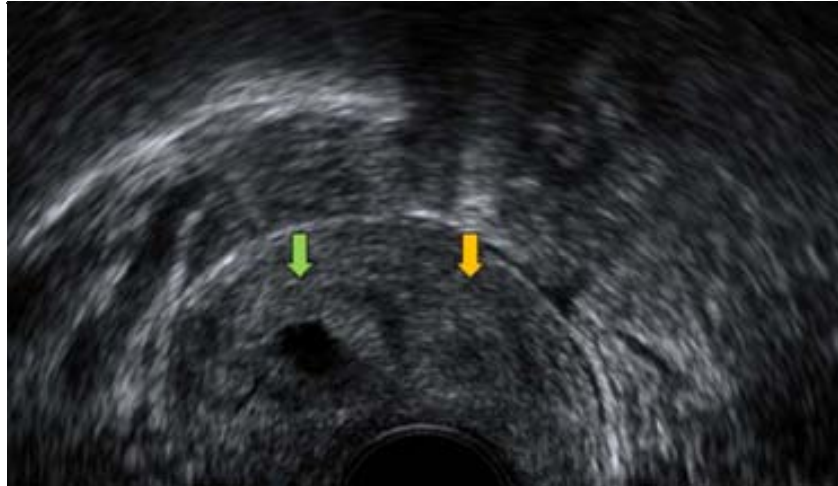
Corte transversal en una ecografía convencional de un útero didelfo. a nivel cervical Se observan dos cérvix independientes, derecho (flecha verde), izquierdo (flecha naranja).
